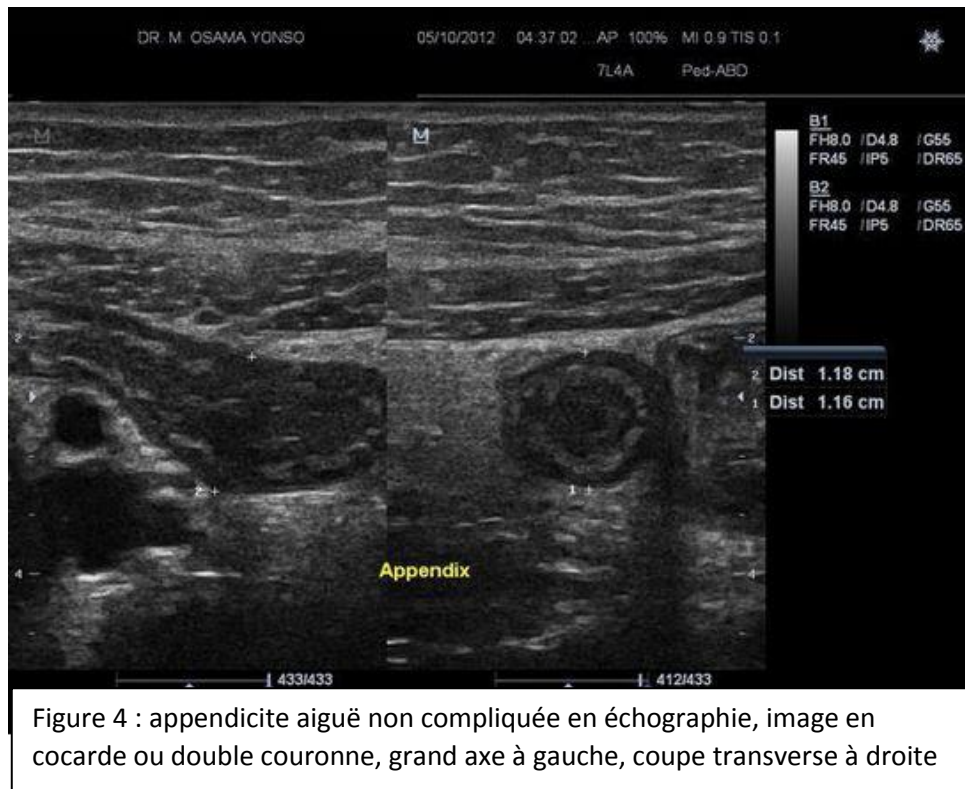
appendicite aiguë non compliquée en échographie, image en cocarde ou double couronne, grand axe à gauche, coupe transverse à droite
